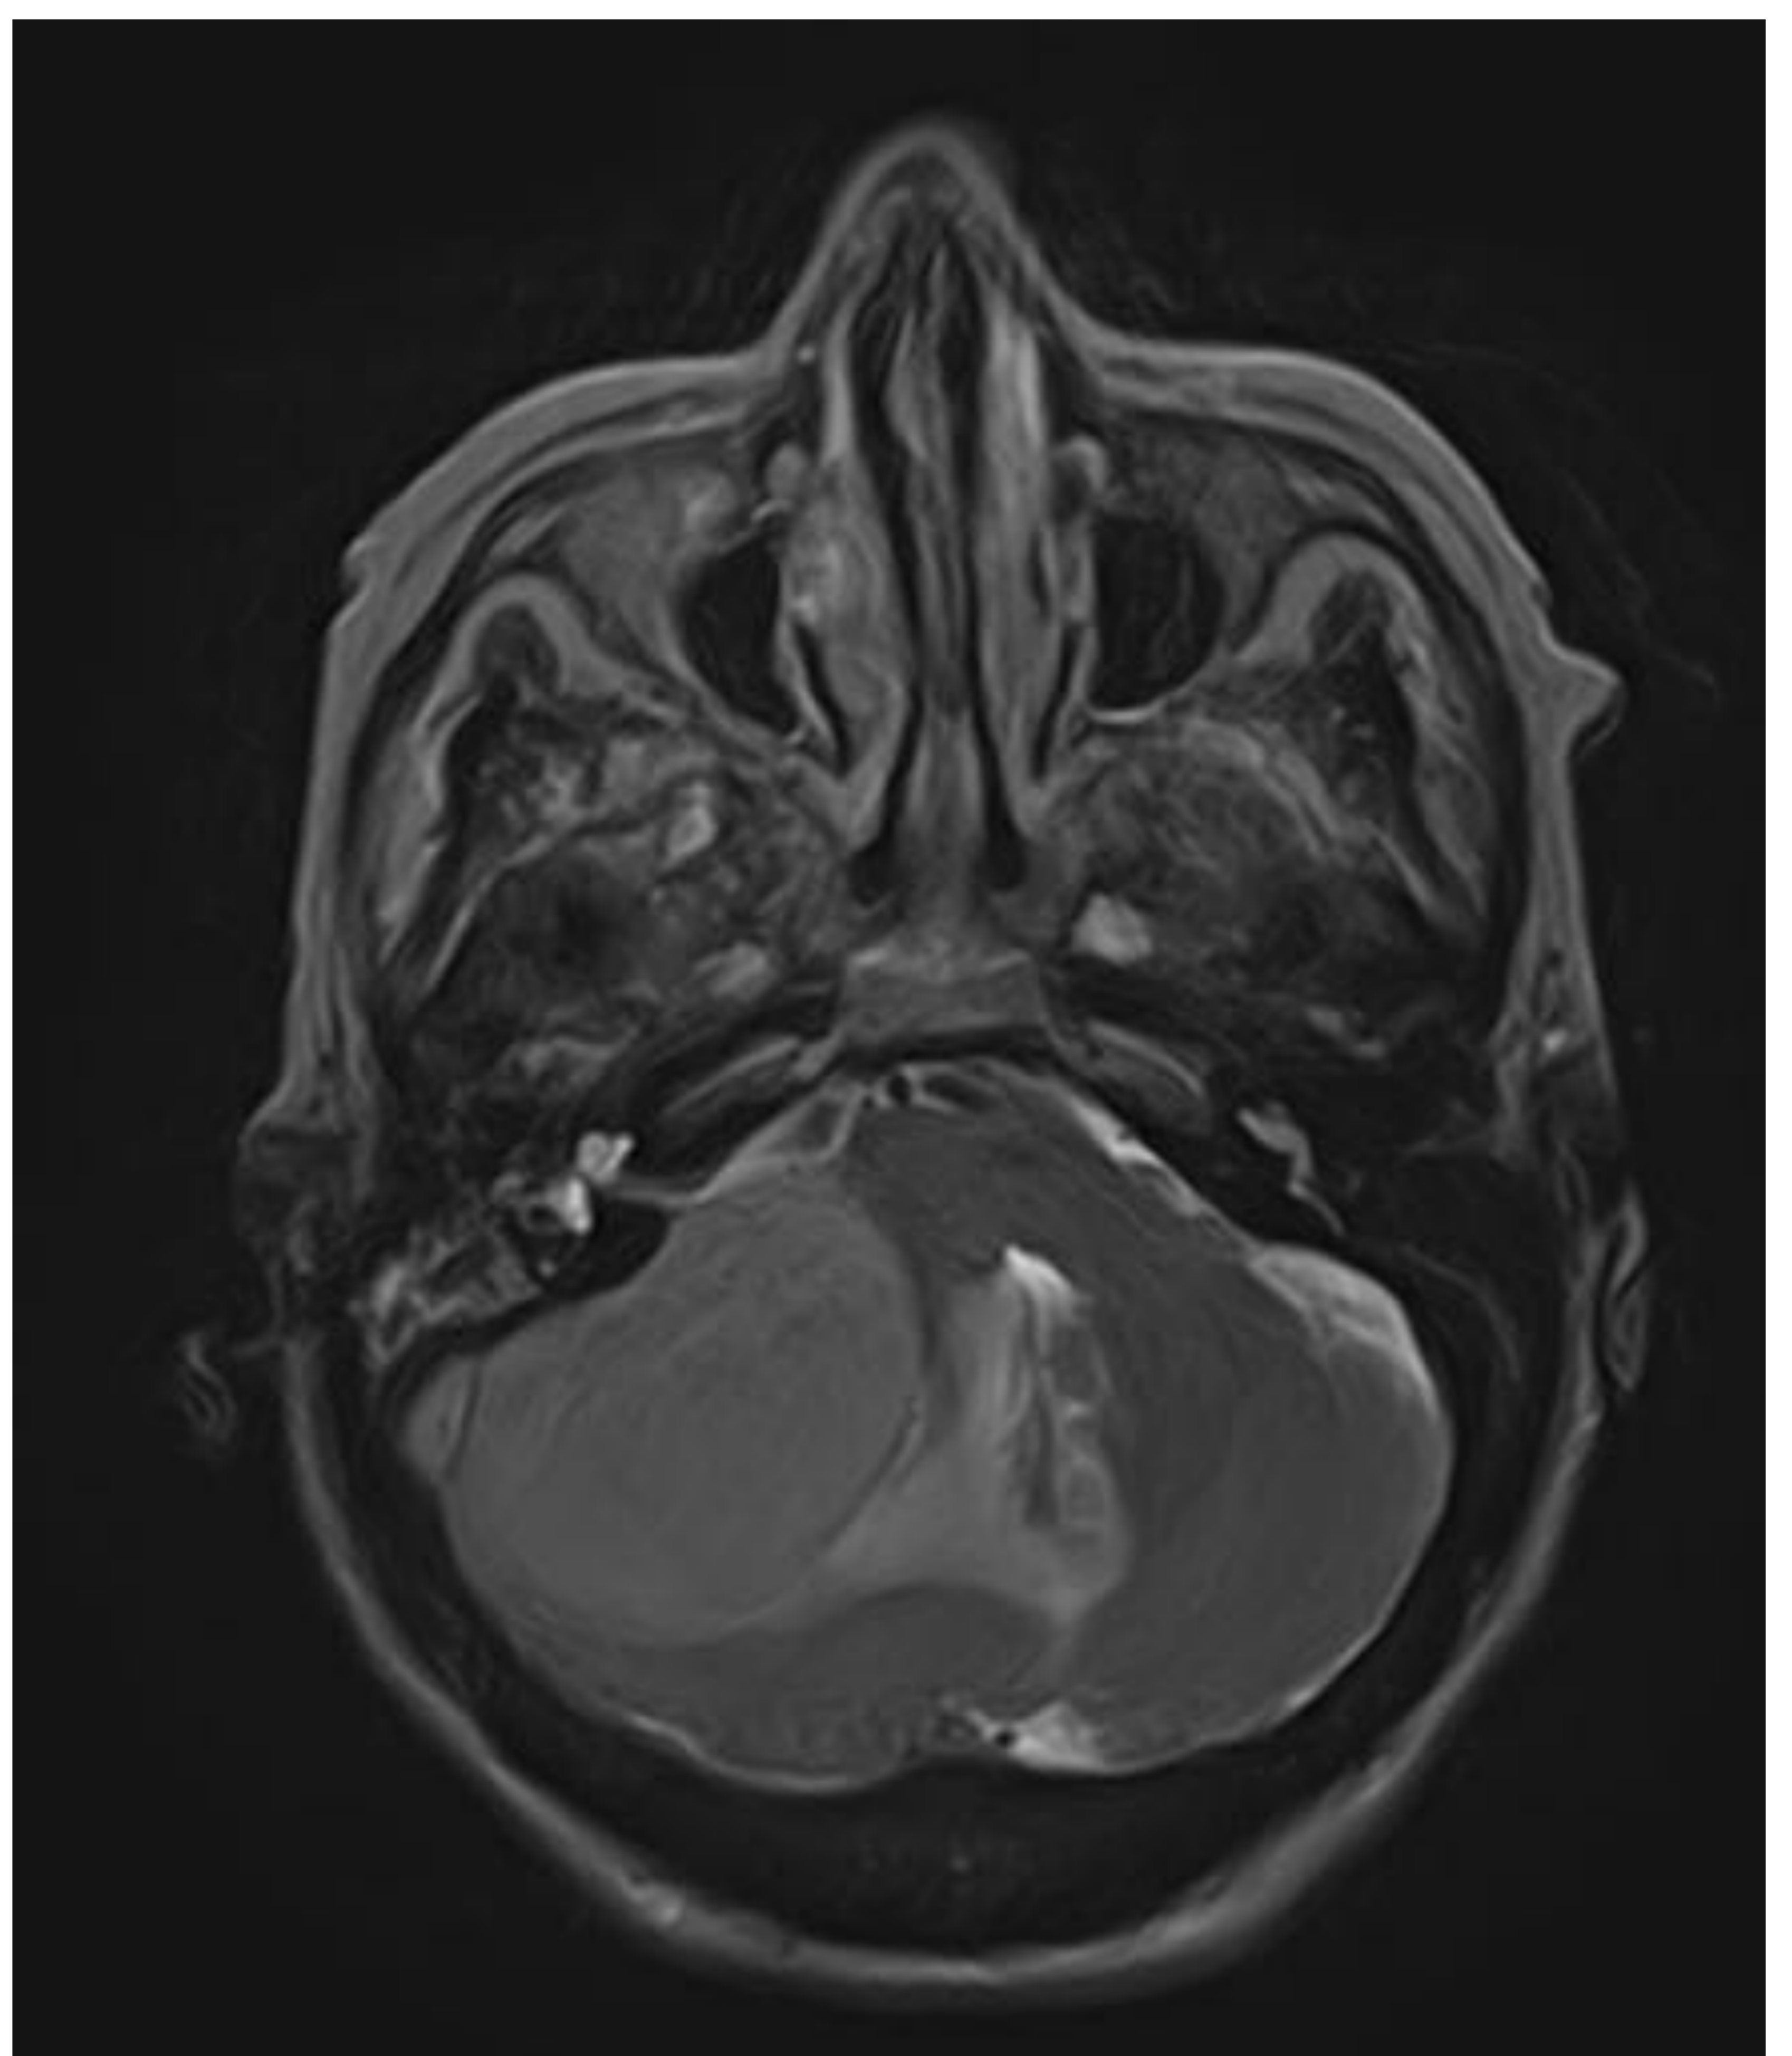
RM: T1 sag, T2 axial
